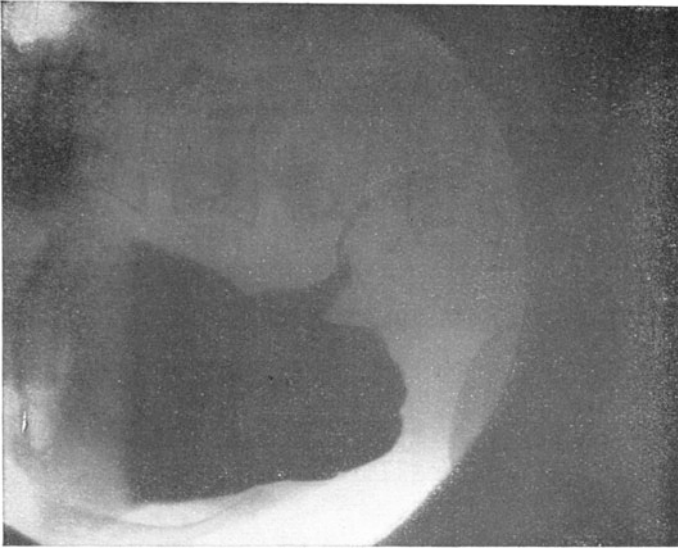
Röntgenbild eines Pyloruskarzinoms.
